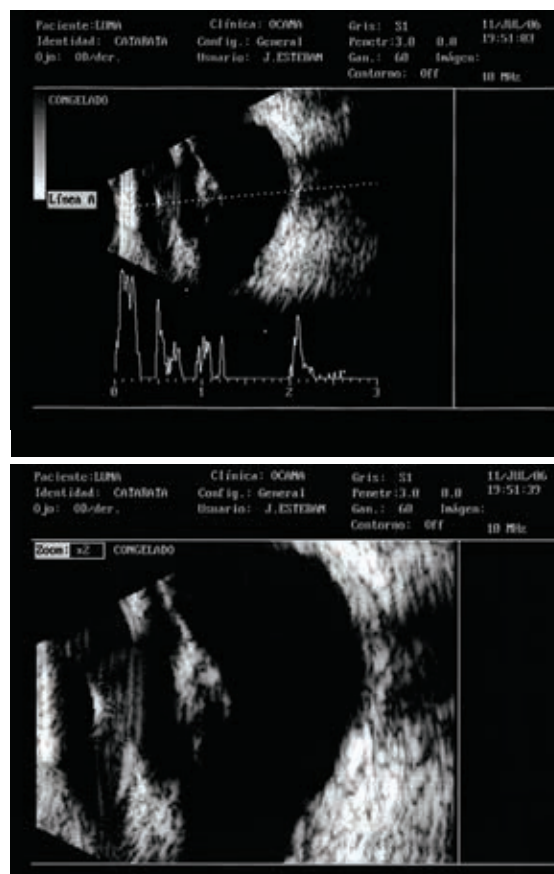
Ecografías del mismo paciente con un lenticono posterior. Se aprecia la forma cónica anormal del polo posterior del cristalino y su mayor ecogenicidad.
